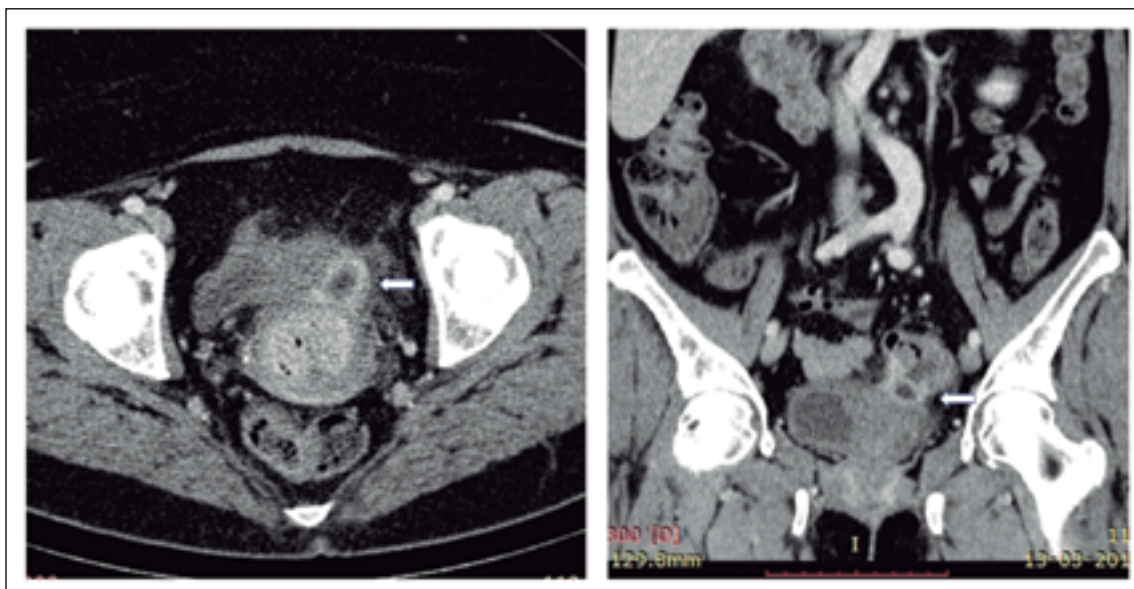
TC abdomen y pelvis de control: colección perisigmoidea de menor tamaño (2,2 cm) con cambios inflamatorios de la pared vesical. A: corte axial. B: corte coronal.
